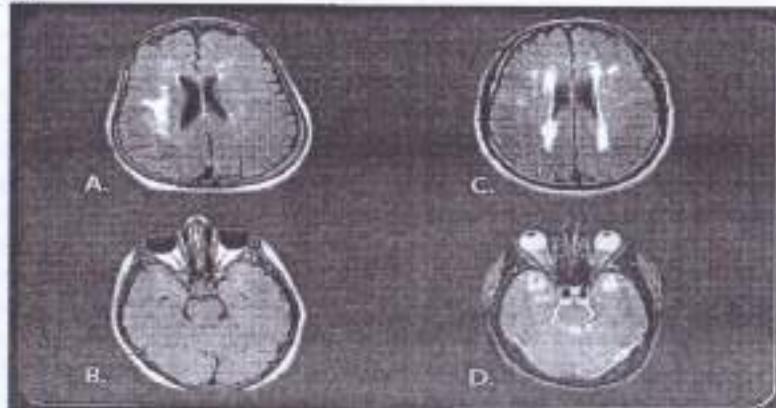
Визуализация морфологических изменений в тканях головного мозга у больных с сосудистой деменцией (КТ, МРТ)
